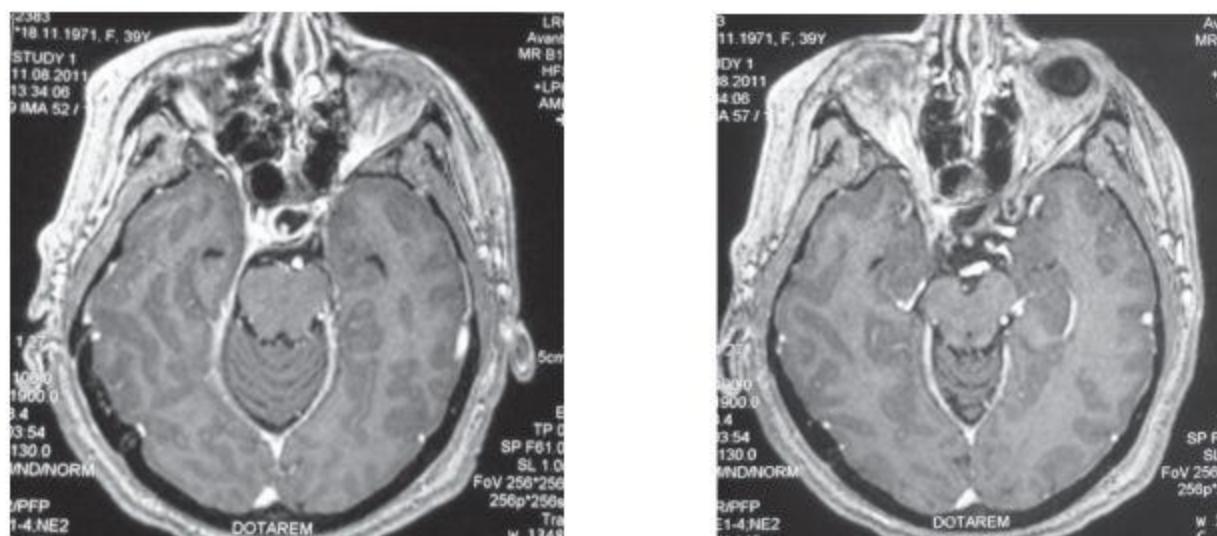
МРТ головного мозга от 11.08.11 г. пациентки М.
